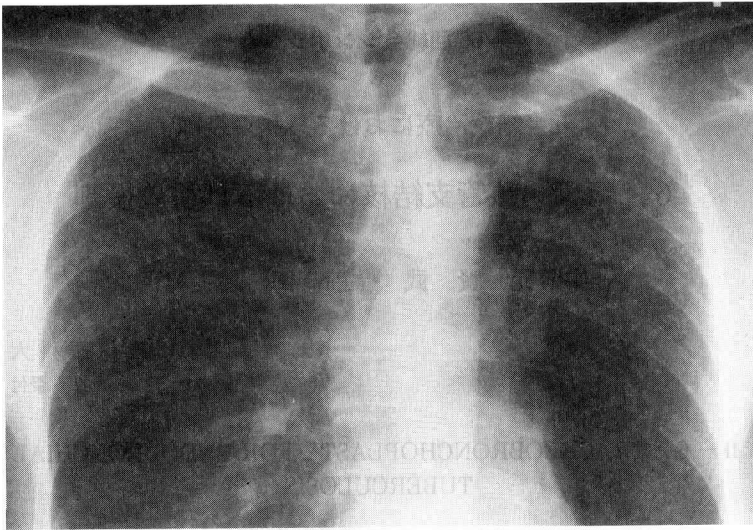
結核性気管・気管支狭窄のX線写真。縦隔気管から左主気管支にかけ広範囲な狭窄がみられる。
